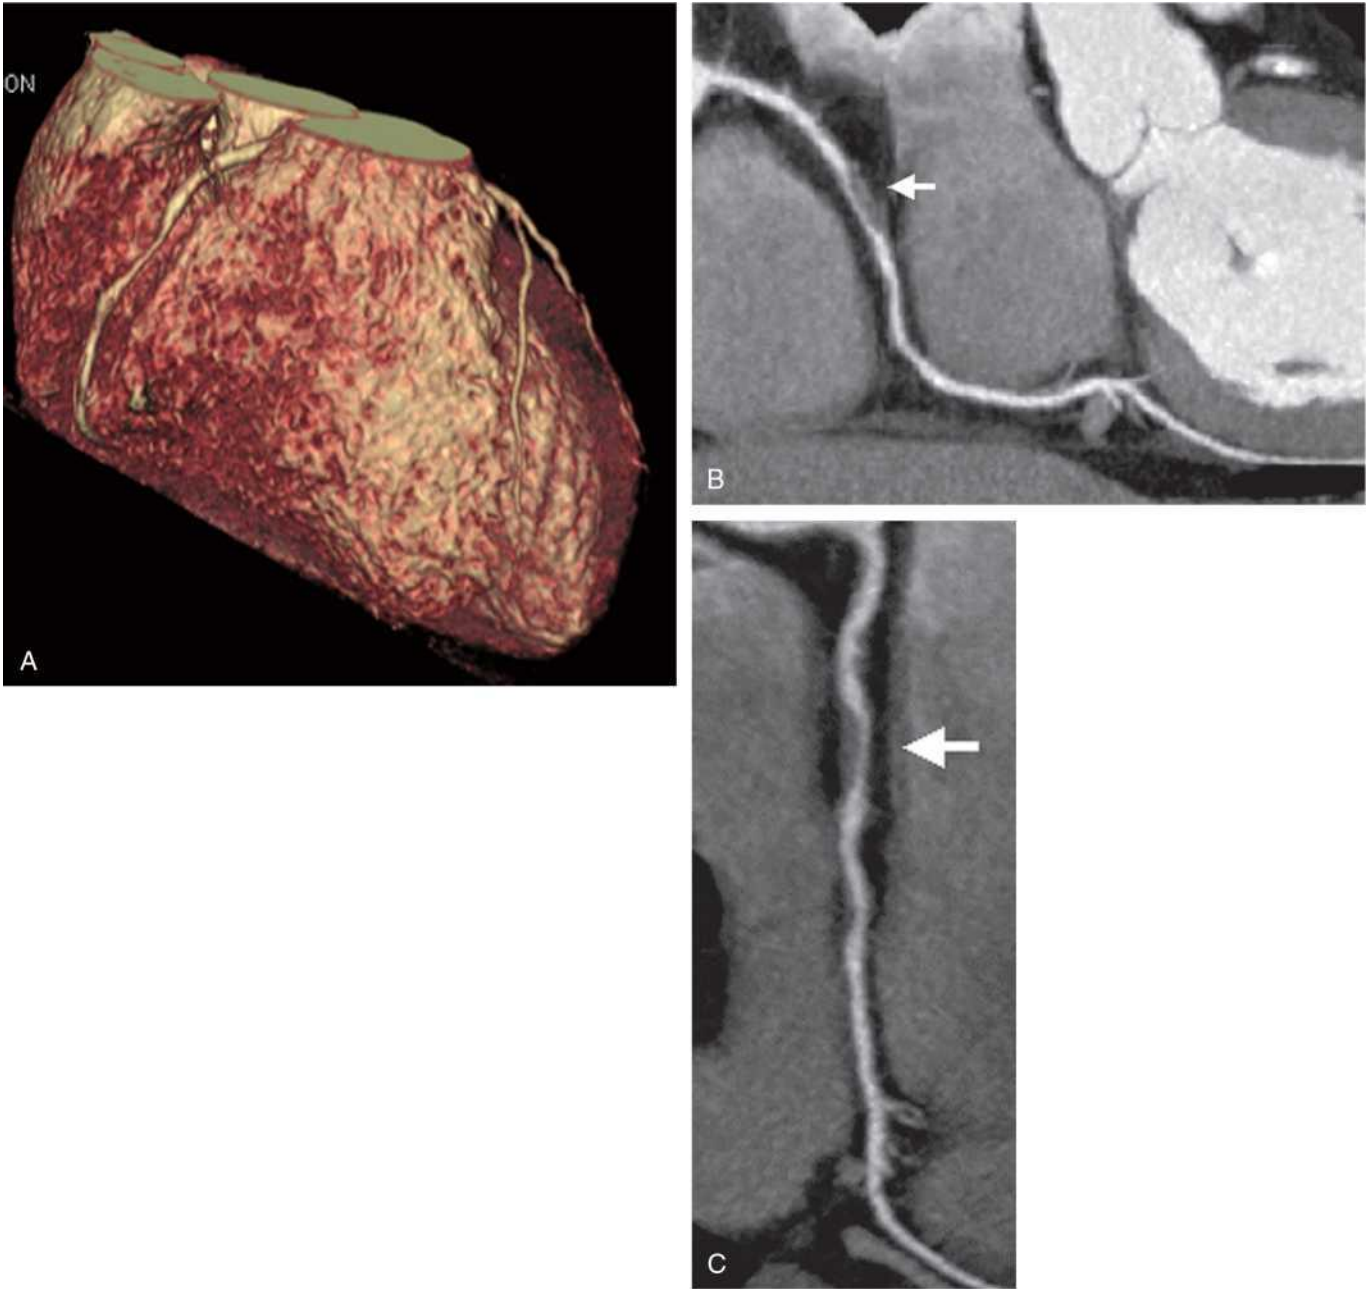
A, normal LAD; B, normal RCA; C, normal LCx. Dual-source CT coronary angiography demonstrating the absence of significant coronary stenosis of the coronary tree in a patient with acute chest pain. LAD, left anterior descending artery; LCx, left circumflex coronary artery; RCA, right coronary artery.
